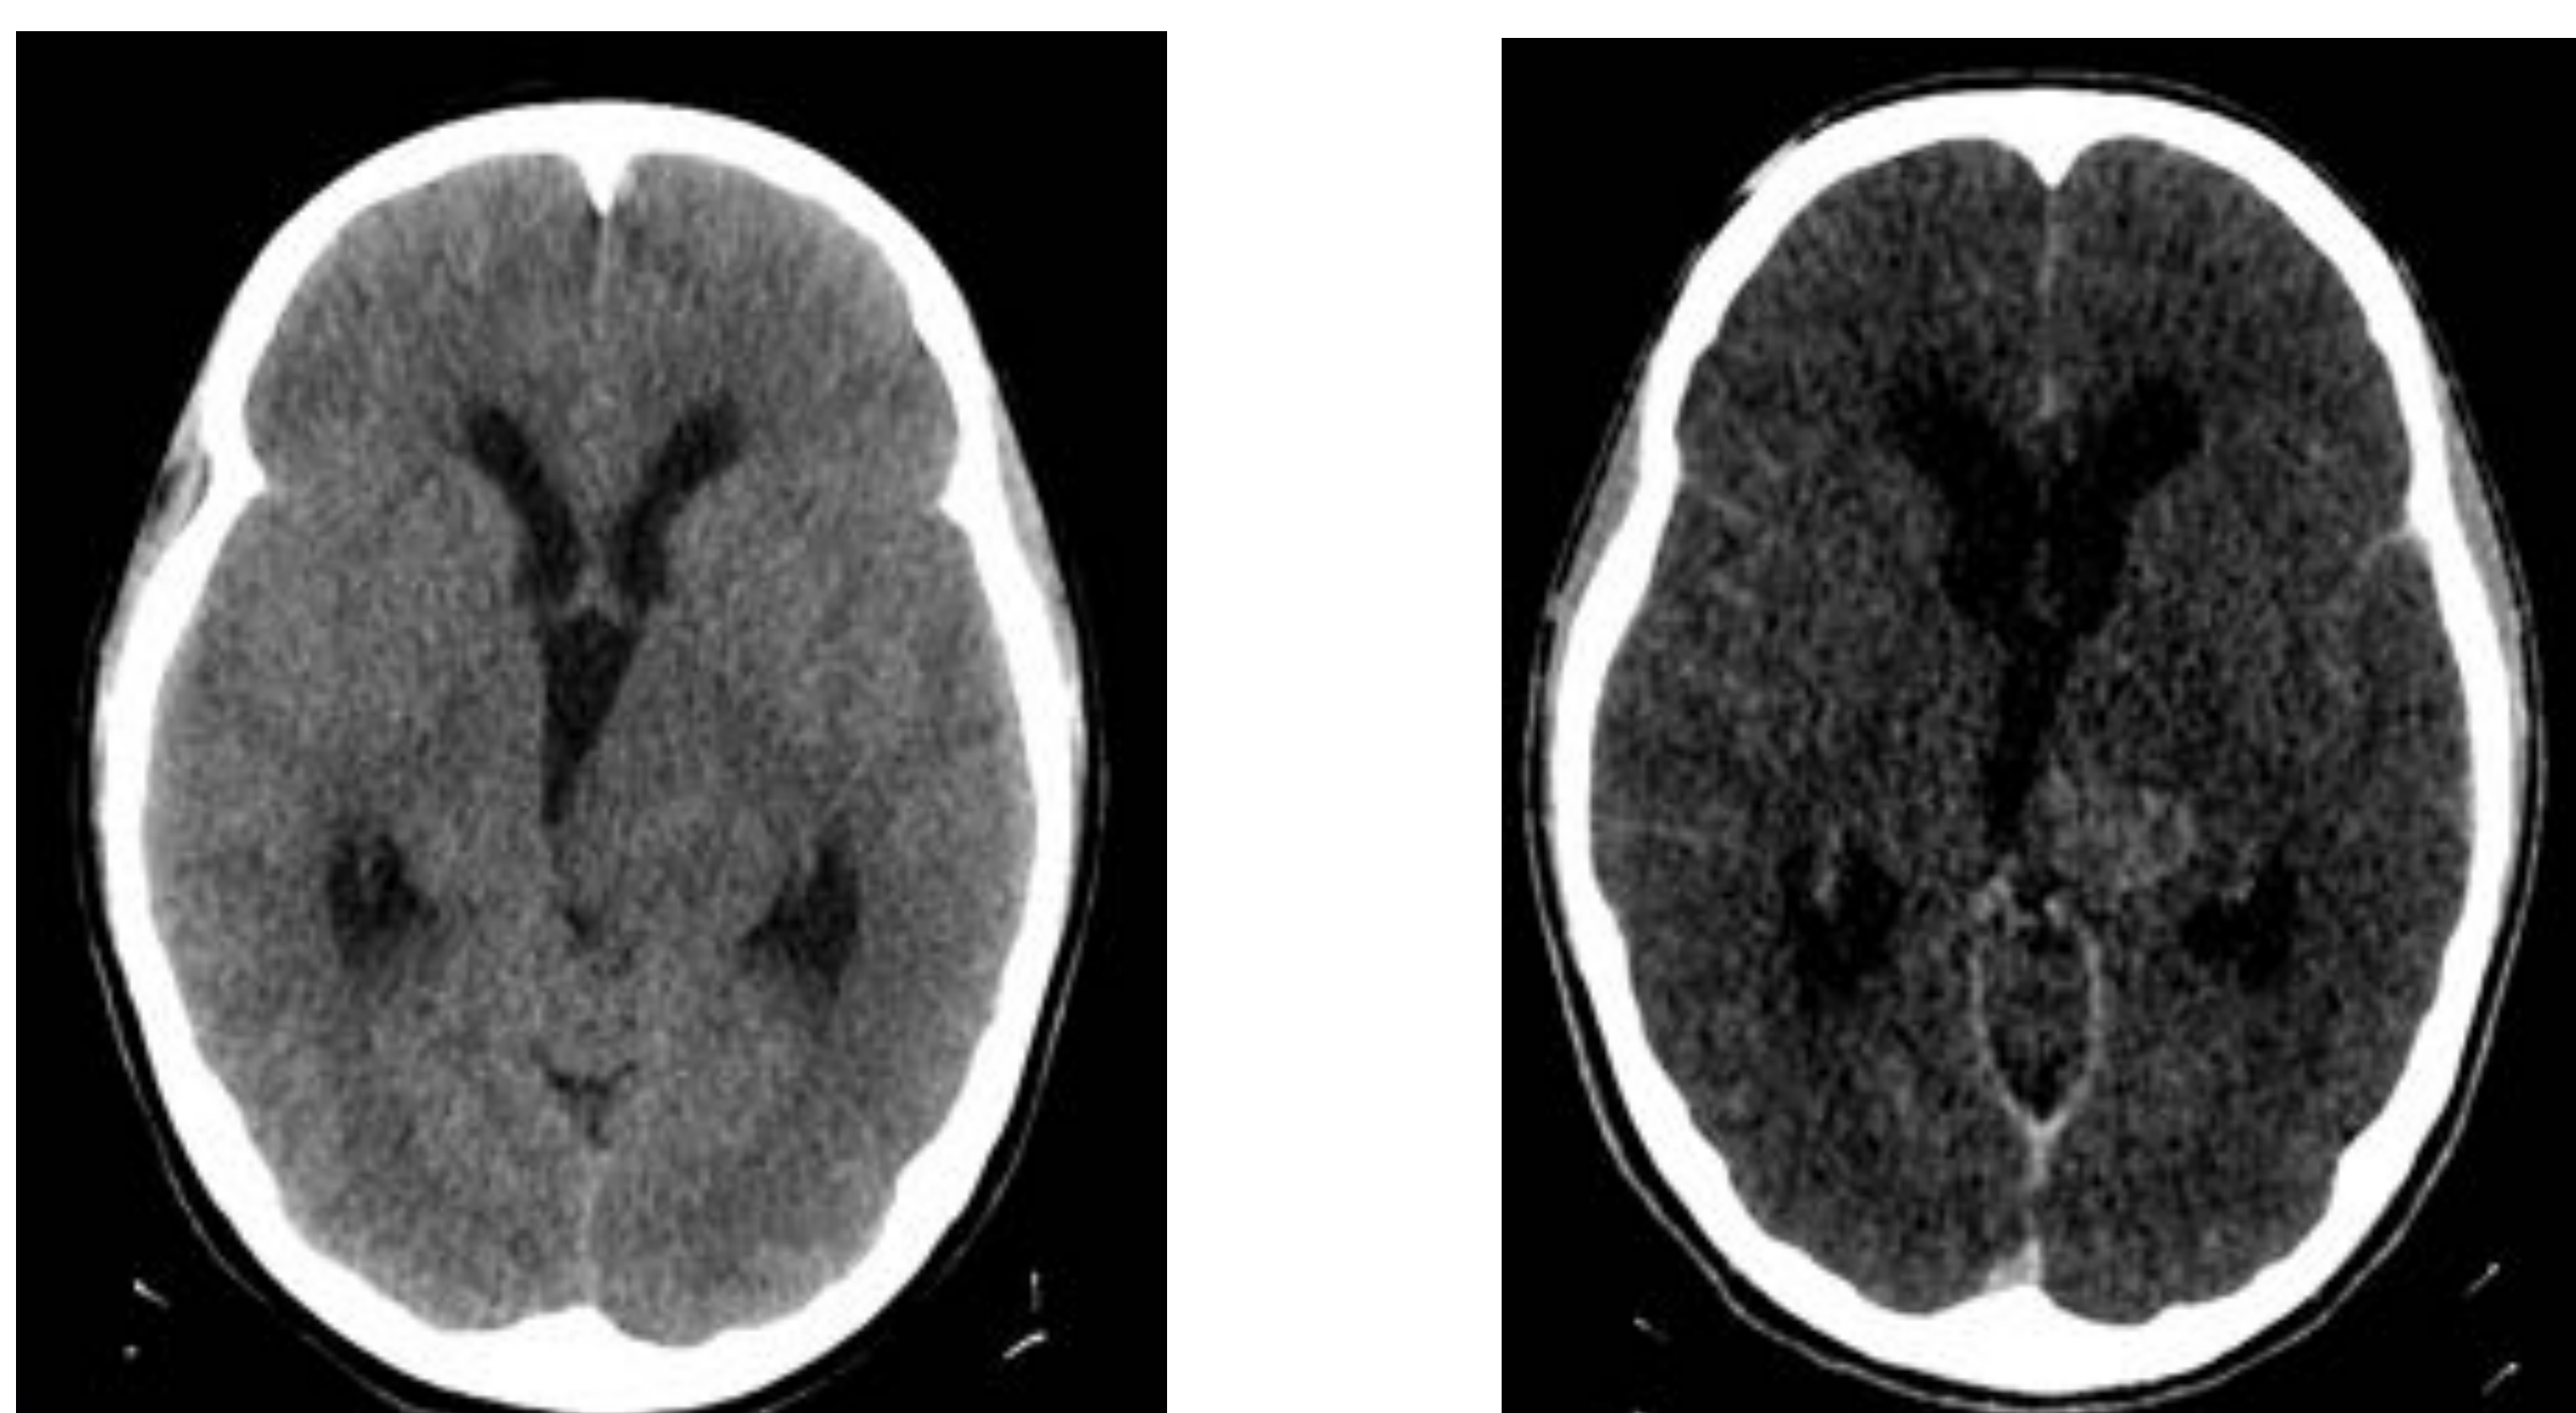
TC sin contraste. Tenue hipodensidad en región talámica izquierda, con efecto de masa sobre tercer ventrículo.
